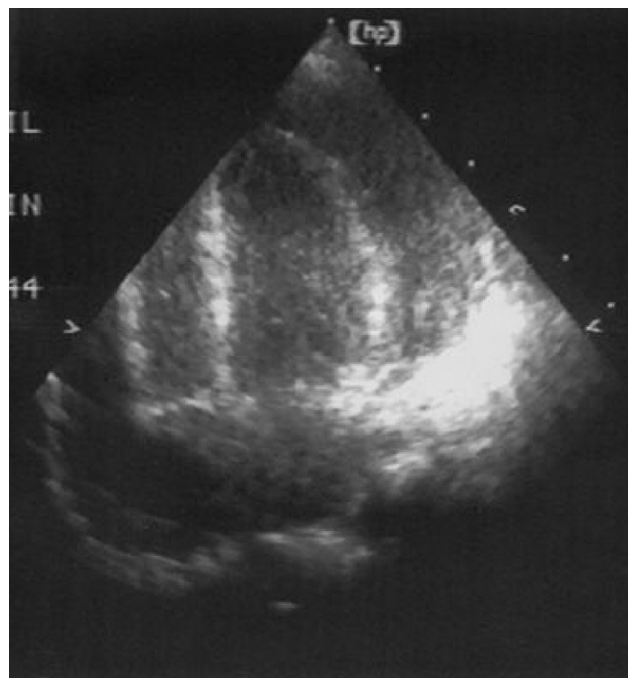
Ecocardiografía 1 h tras el ingreso: Colapso auricular por derrame pericárdico.
